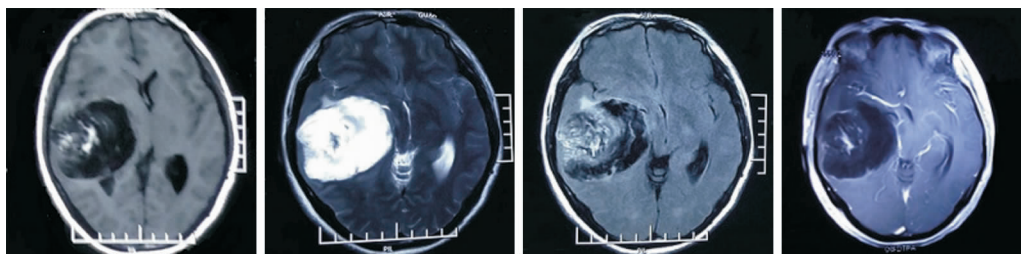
头部 MRI 示右颞叶见约 6.1 cm × 5.5 cm × 5.2 cm 长、短 T1, 长、短 T2 信号, 边界清楚, FLAIR 呈混杂信号, 增强后囊壁轻度强化, 右侧脑室受压变窄, 中线结构略左移。
